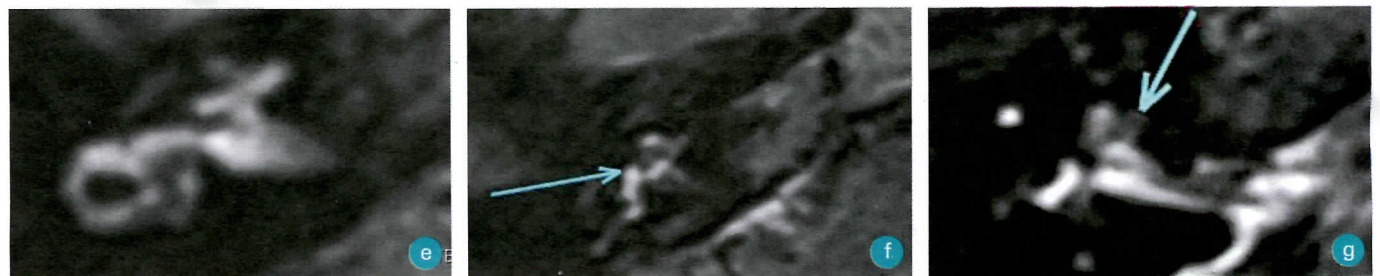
coupes axiales 3D FLAIR 4 heures après injection, IRM 3T. Durée 9 minutes Examen spécifique de l'hydrops
